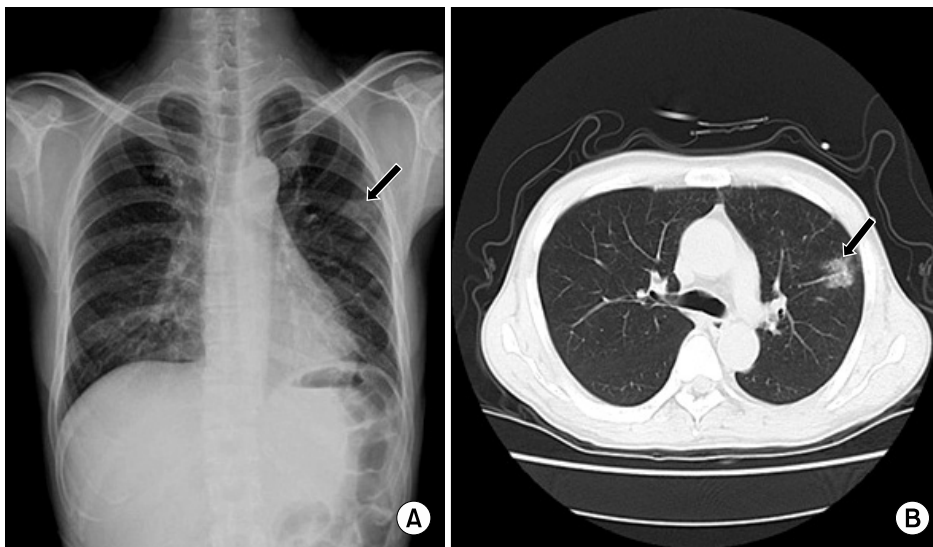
(A) Chest X-ray shows consolidation in the left upper lobe (LUL) on admission (arrow). (B) Chest CT shows focal ground-glass opacity in the LUL (arrow).
